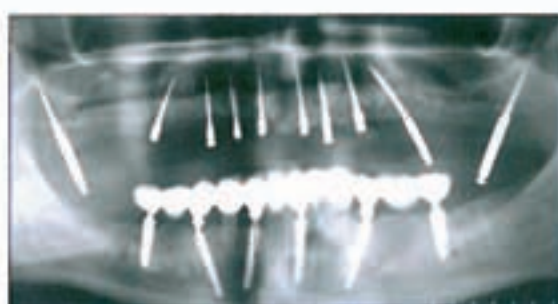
Kontrollröntgenaufnahme im OPG, nach initialer Bohrung mit BCD/DOSI. Die Lage der Implantatbohrungen in Relation zu umgebenden Strukturen wird kontrolliert. Die Schleimhautdicke im Insertionsbereich kann evaluiert werden.
